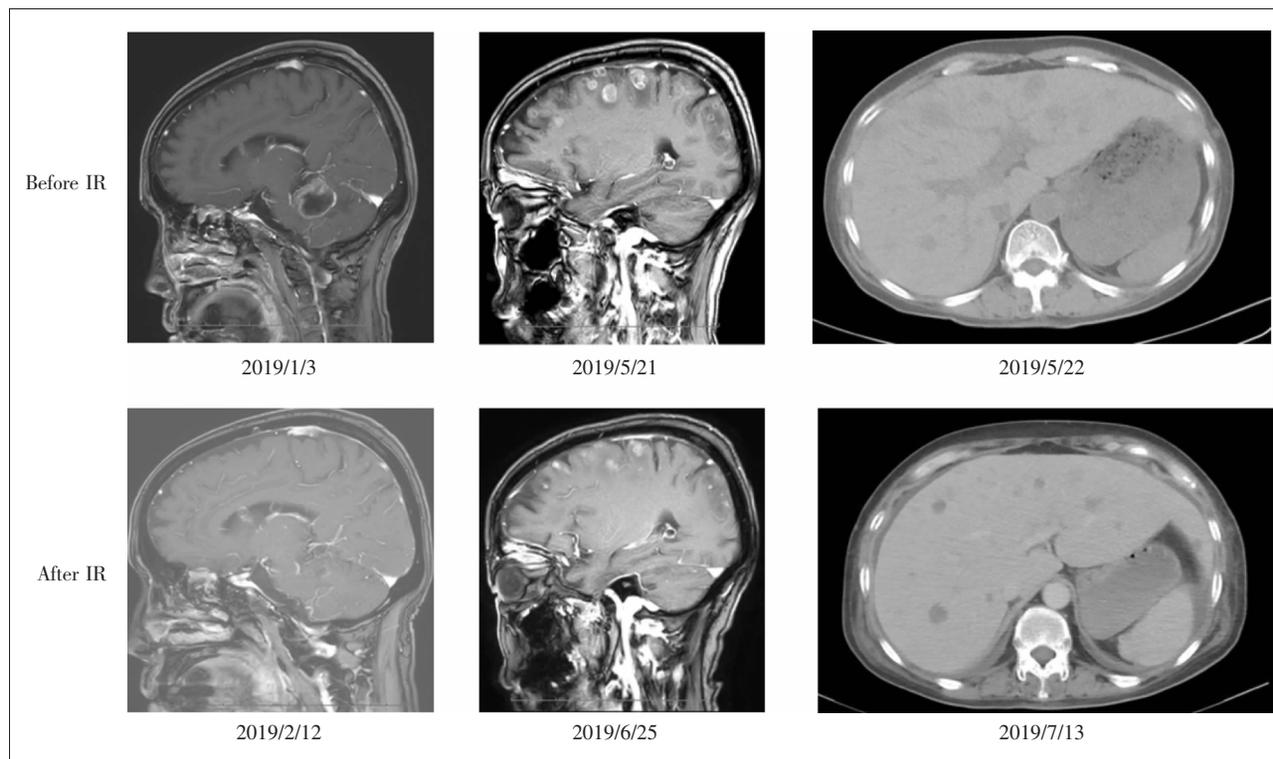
Imaging changes of craniocerebral MRI and abdominal CT: brain and liver metastases decreased after radiotherapy
